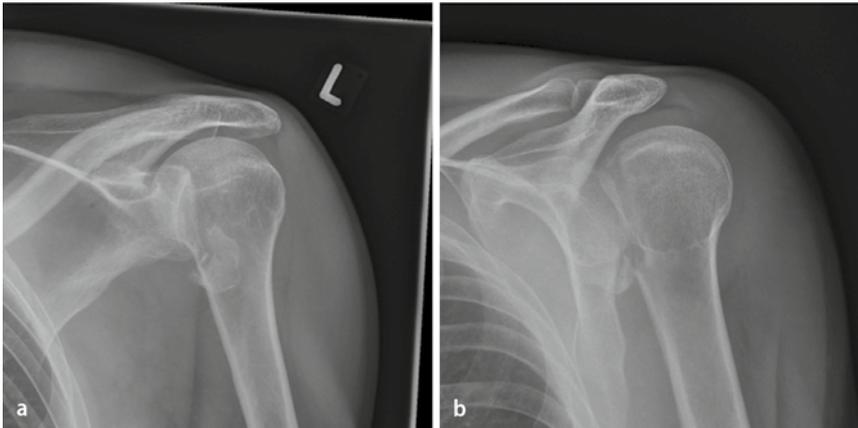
▲ a Unfallbild Röntgen a.-p. und b Unfallbild Röntgen lateral mit Darstellung der posterioren Luxation
